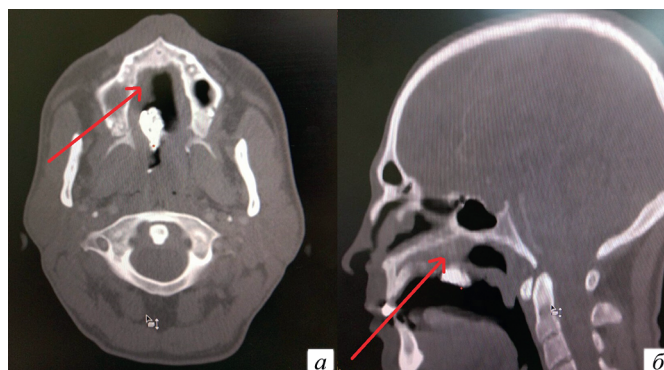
Срез компьютерной томограммы структур головного мозга и лицевого скелета пациента К. после инцизионной биопсии (стрелкой указана локализация дефекта):
